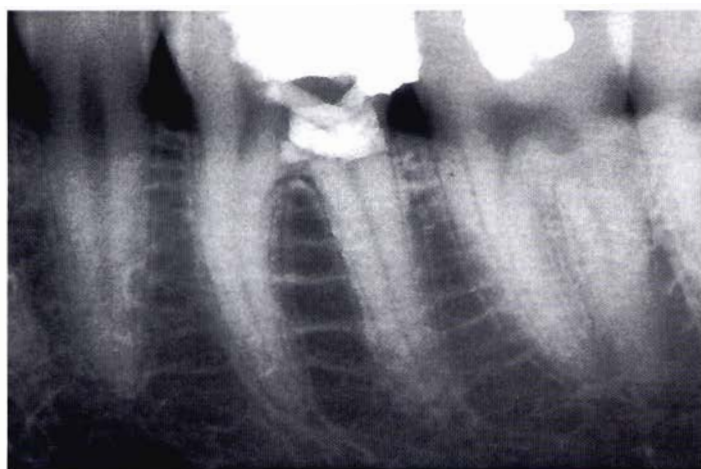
a - Radiografia preoperatoria: a carico di 3.6 si osserva la presenza di una perforazione a livello del pavimento della camera pulpare.
